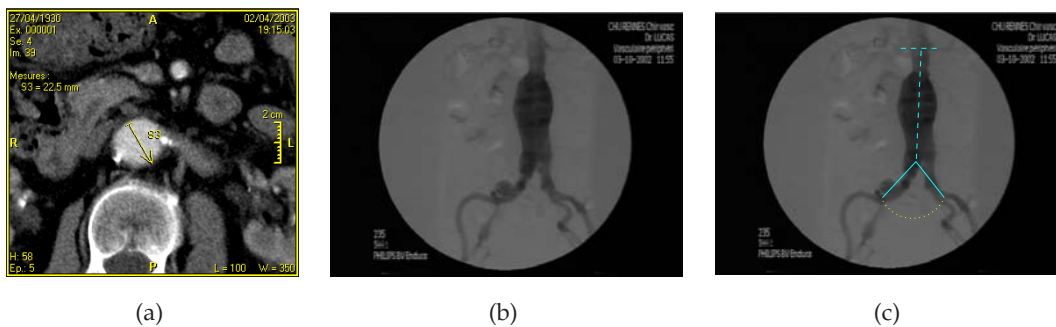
a) Mesure interactive de D1 sur les coupes axiales TDM; b) exemple d'artériographie 2D sur laquelle l'expert réalise les mesures LR et LL ; c) mesure de l'artère contralatérale.
